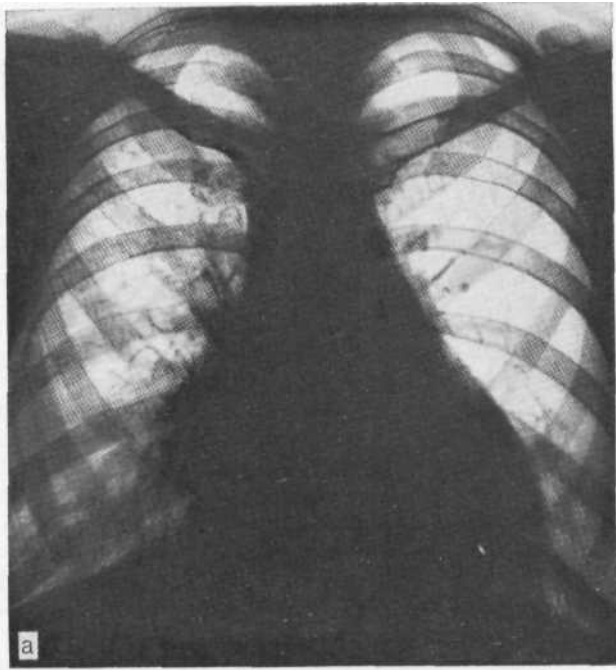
Обзорная рентгенограмма (а): затемнение проецируется на тень корня и прикорневую зону — так называемая центральная пневмония правого легкого. На компьютерной томограмме (б) периссисурит, расположенный впереди от главной междолевой щели.
